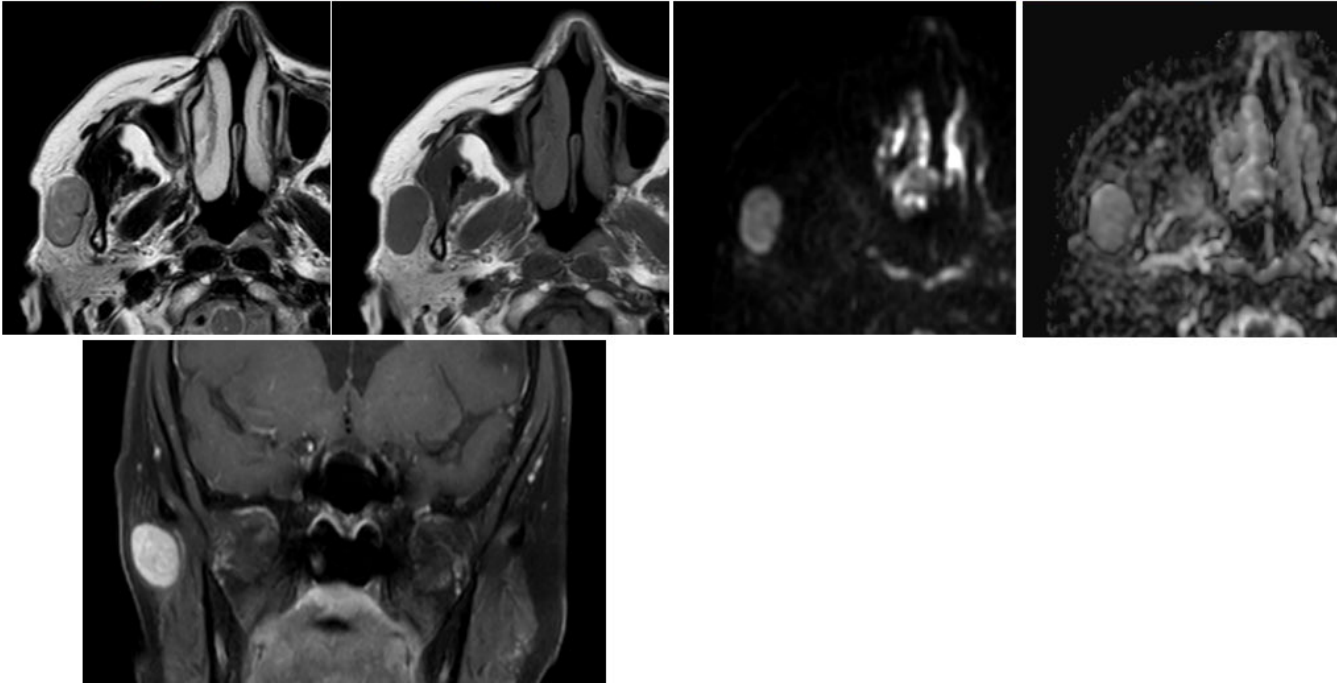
RM. Adenoma pleomorfo (mismo paciente que figura 13).
